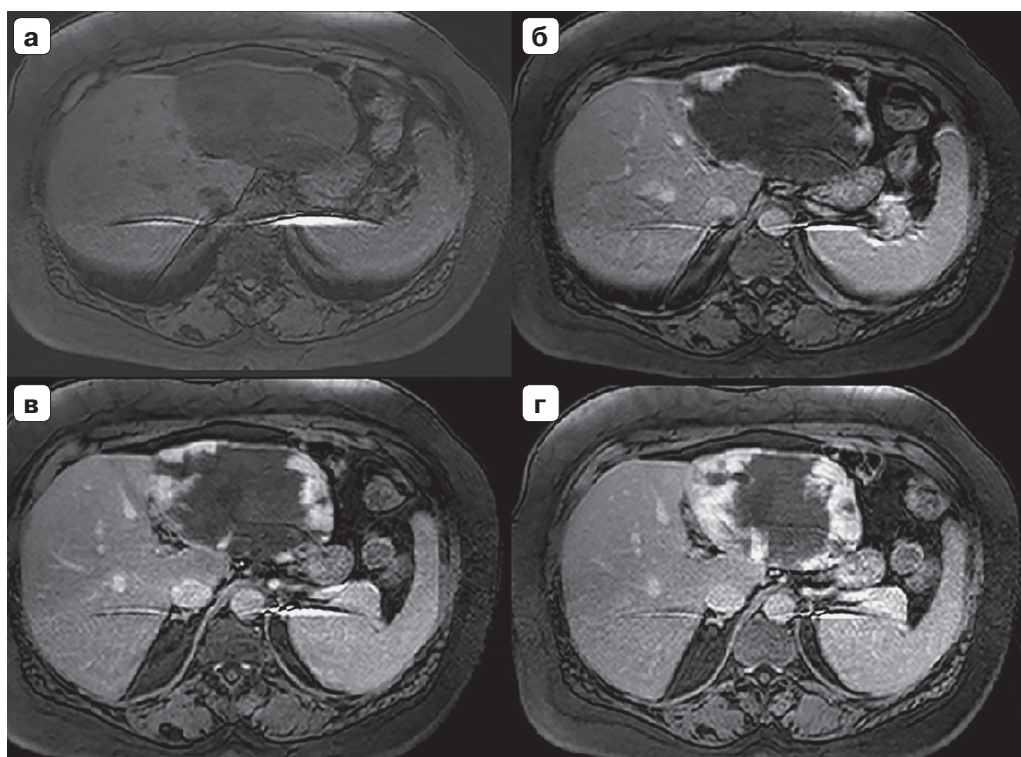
Гемангиома  $S_{VI/VII}$  печени. МРТ органов брюшной полости с внутривенным контрастным усилением (Т1-ВИ). В  $S_{VI}$  и  $S_{VII}$  сегментах печени определяется округлое образование с экстраорганным компонентом размерами  $85 \times 70 \times 92$  мм, с неровными, достаточно четкими контурами, с умеренно повышенной интенсивностью на Т2 и гипоинтенсивное на Т1. При контрастировании образование накапливает контрастный препарат центрипетально с гомогенным заполнением к отсроченной фазе. а – ранняя артериальная фаза; б – поздняя артериальная фаза; в – венозная фаза; г – отсроченная фаза (5 мин после введения контрастного вещества).
